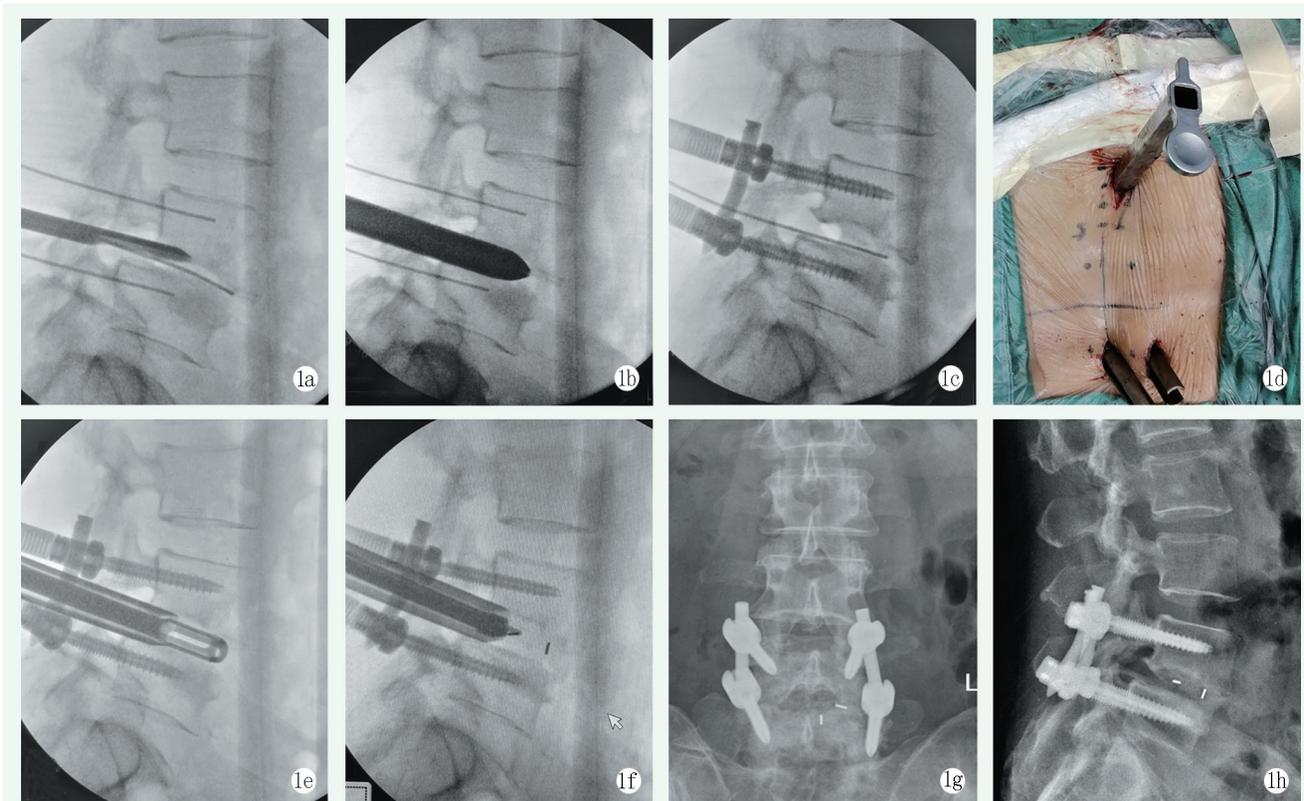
患者,女,42岁,L<sub>4</sub>双侧椎弓峡部裂,II度滑脱,行经皮内窥镜辅助下经椎间孔腰椎减压融合和经皮椎弓根钉内固定术 1a:半圆形椎间撑开器沿导丝对塌陷的椎间隙进行初步扩张、撑开复位 1b:圆形椎间撑开器沿导丝对椎间隙进行进一步扩张、撑开复位 1c:结合经皮椎弓根钉的提拉,滑脱椎体复位 1d,1e:滑脱椎体复位后,将自制方形工作套管放置到椎间隙后缘,置入铰刀,清理髓核组织和终板 1f:经自制的方形工作套管置入椎间融合器 1g,1h:术后X线片示滑脱复位,椎间隙高度恢复,融合器和椎弓根螺钉位置良好
